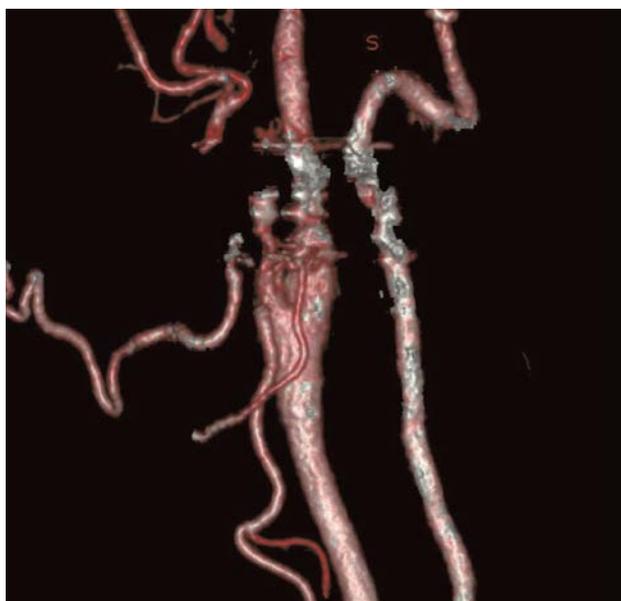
Three-dimensional-computed tomography angiography showed a well-reconstructed right internal carotid artery.
